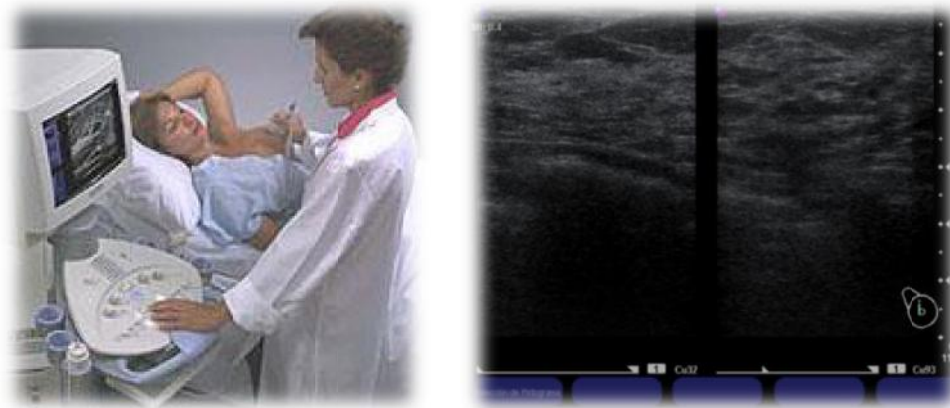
Ecografia mamària.
